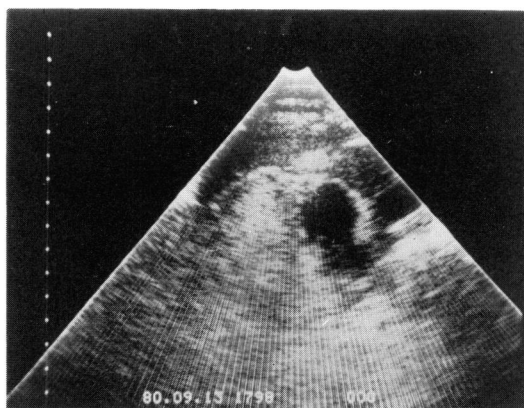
Ultrasonogram showing a high echogenic mass associated with a round low echogenic area in the left kidney (transverse section)
